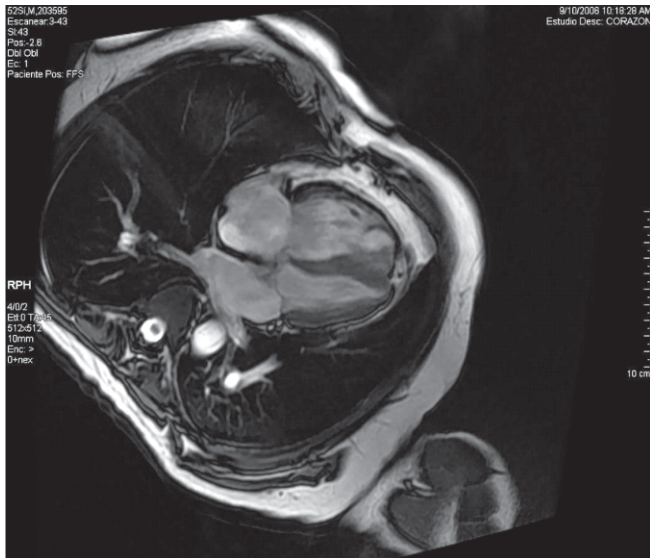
RMN de corazón. Se observan las características morfológicas de aurículas y ventrículos derecho e izquierdo.
